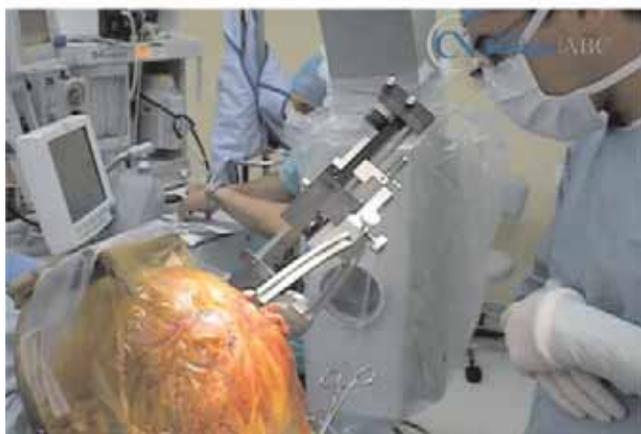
Colocación por medio de arco de estereotaxia del electrodo derecho a través de un trepano, previa planeación con sobreposición de imágenes de tomografía computada y de imágenes de resonancia magnética del encéfalo.
